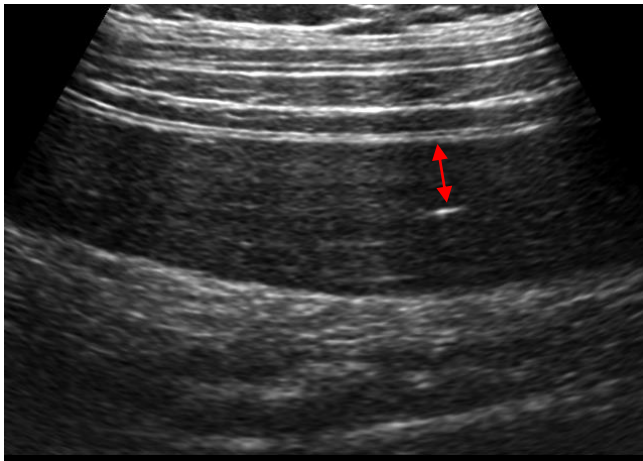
US grade3 粘膜、粘膜下層の肥厚を認める。粘膜下層は低エコー化し層構造の境界は不明瞭である。漿膜層から腸管内腔を示す高エコーまでの赤矢印で示した部位が腸管前壁の壁厚である。
